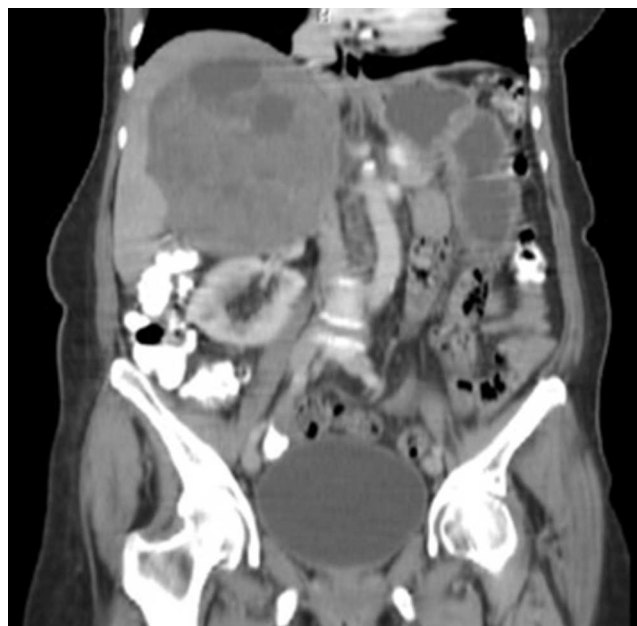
Cortes sagitales de la tomografía. Masa suprarrenal derecha.
